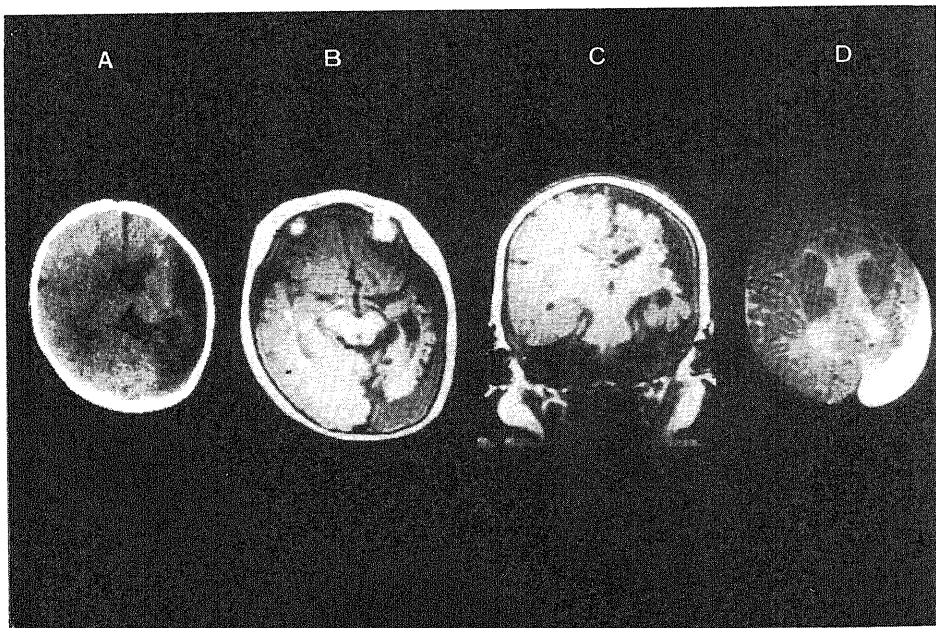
CT image and MRI of a case associated with cerebral atrophy (case #2). A, CT image; B, axial T1-weighted image; C, coronal T1-weighted image; D, axial T2-weighted image.
